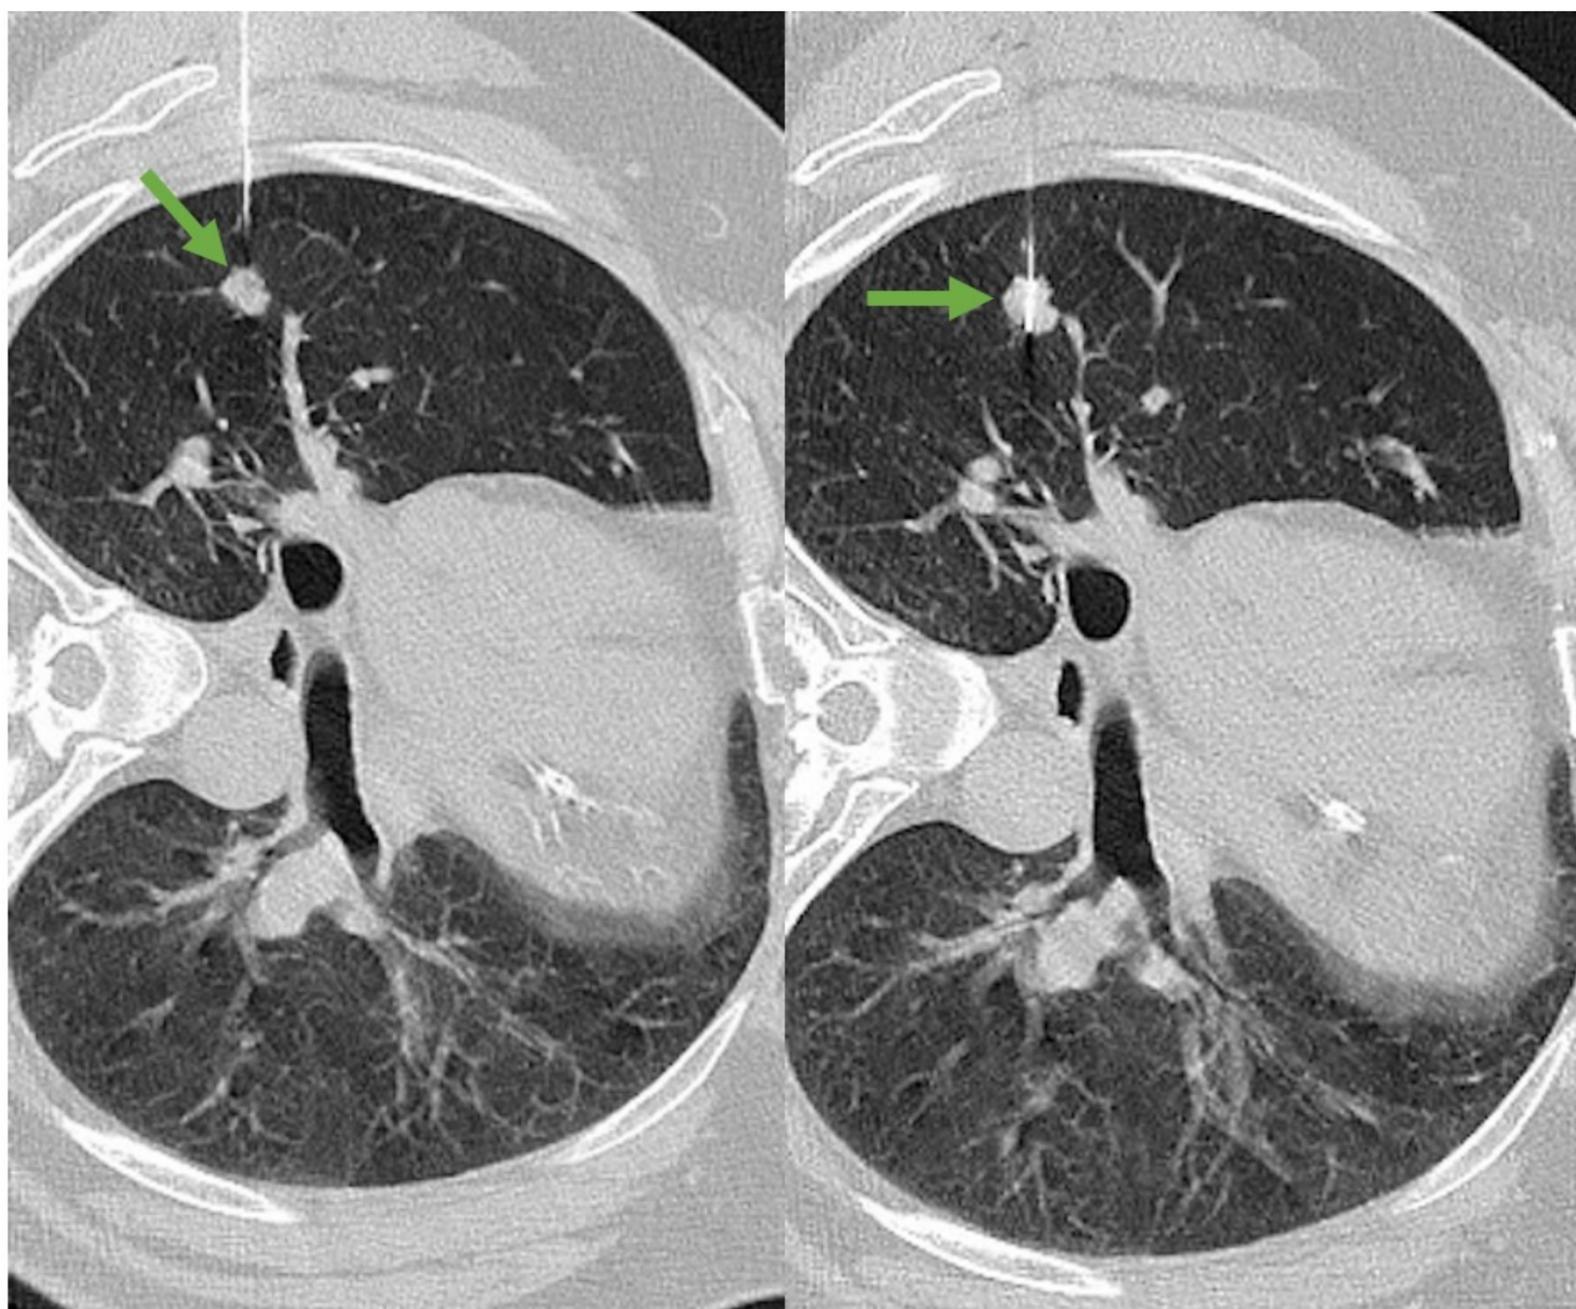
Cortes de TC en ventana de pulmón mostrando el trayecto de la aguja durante la punción de un nódulo pulmonar del lóbulo superior derecho (flecha verde) con el paciente colocado en decúbito lateral izquierdo.
